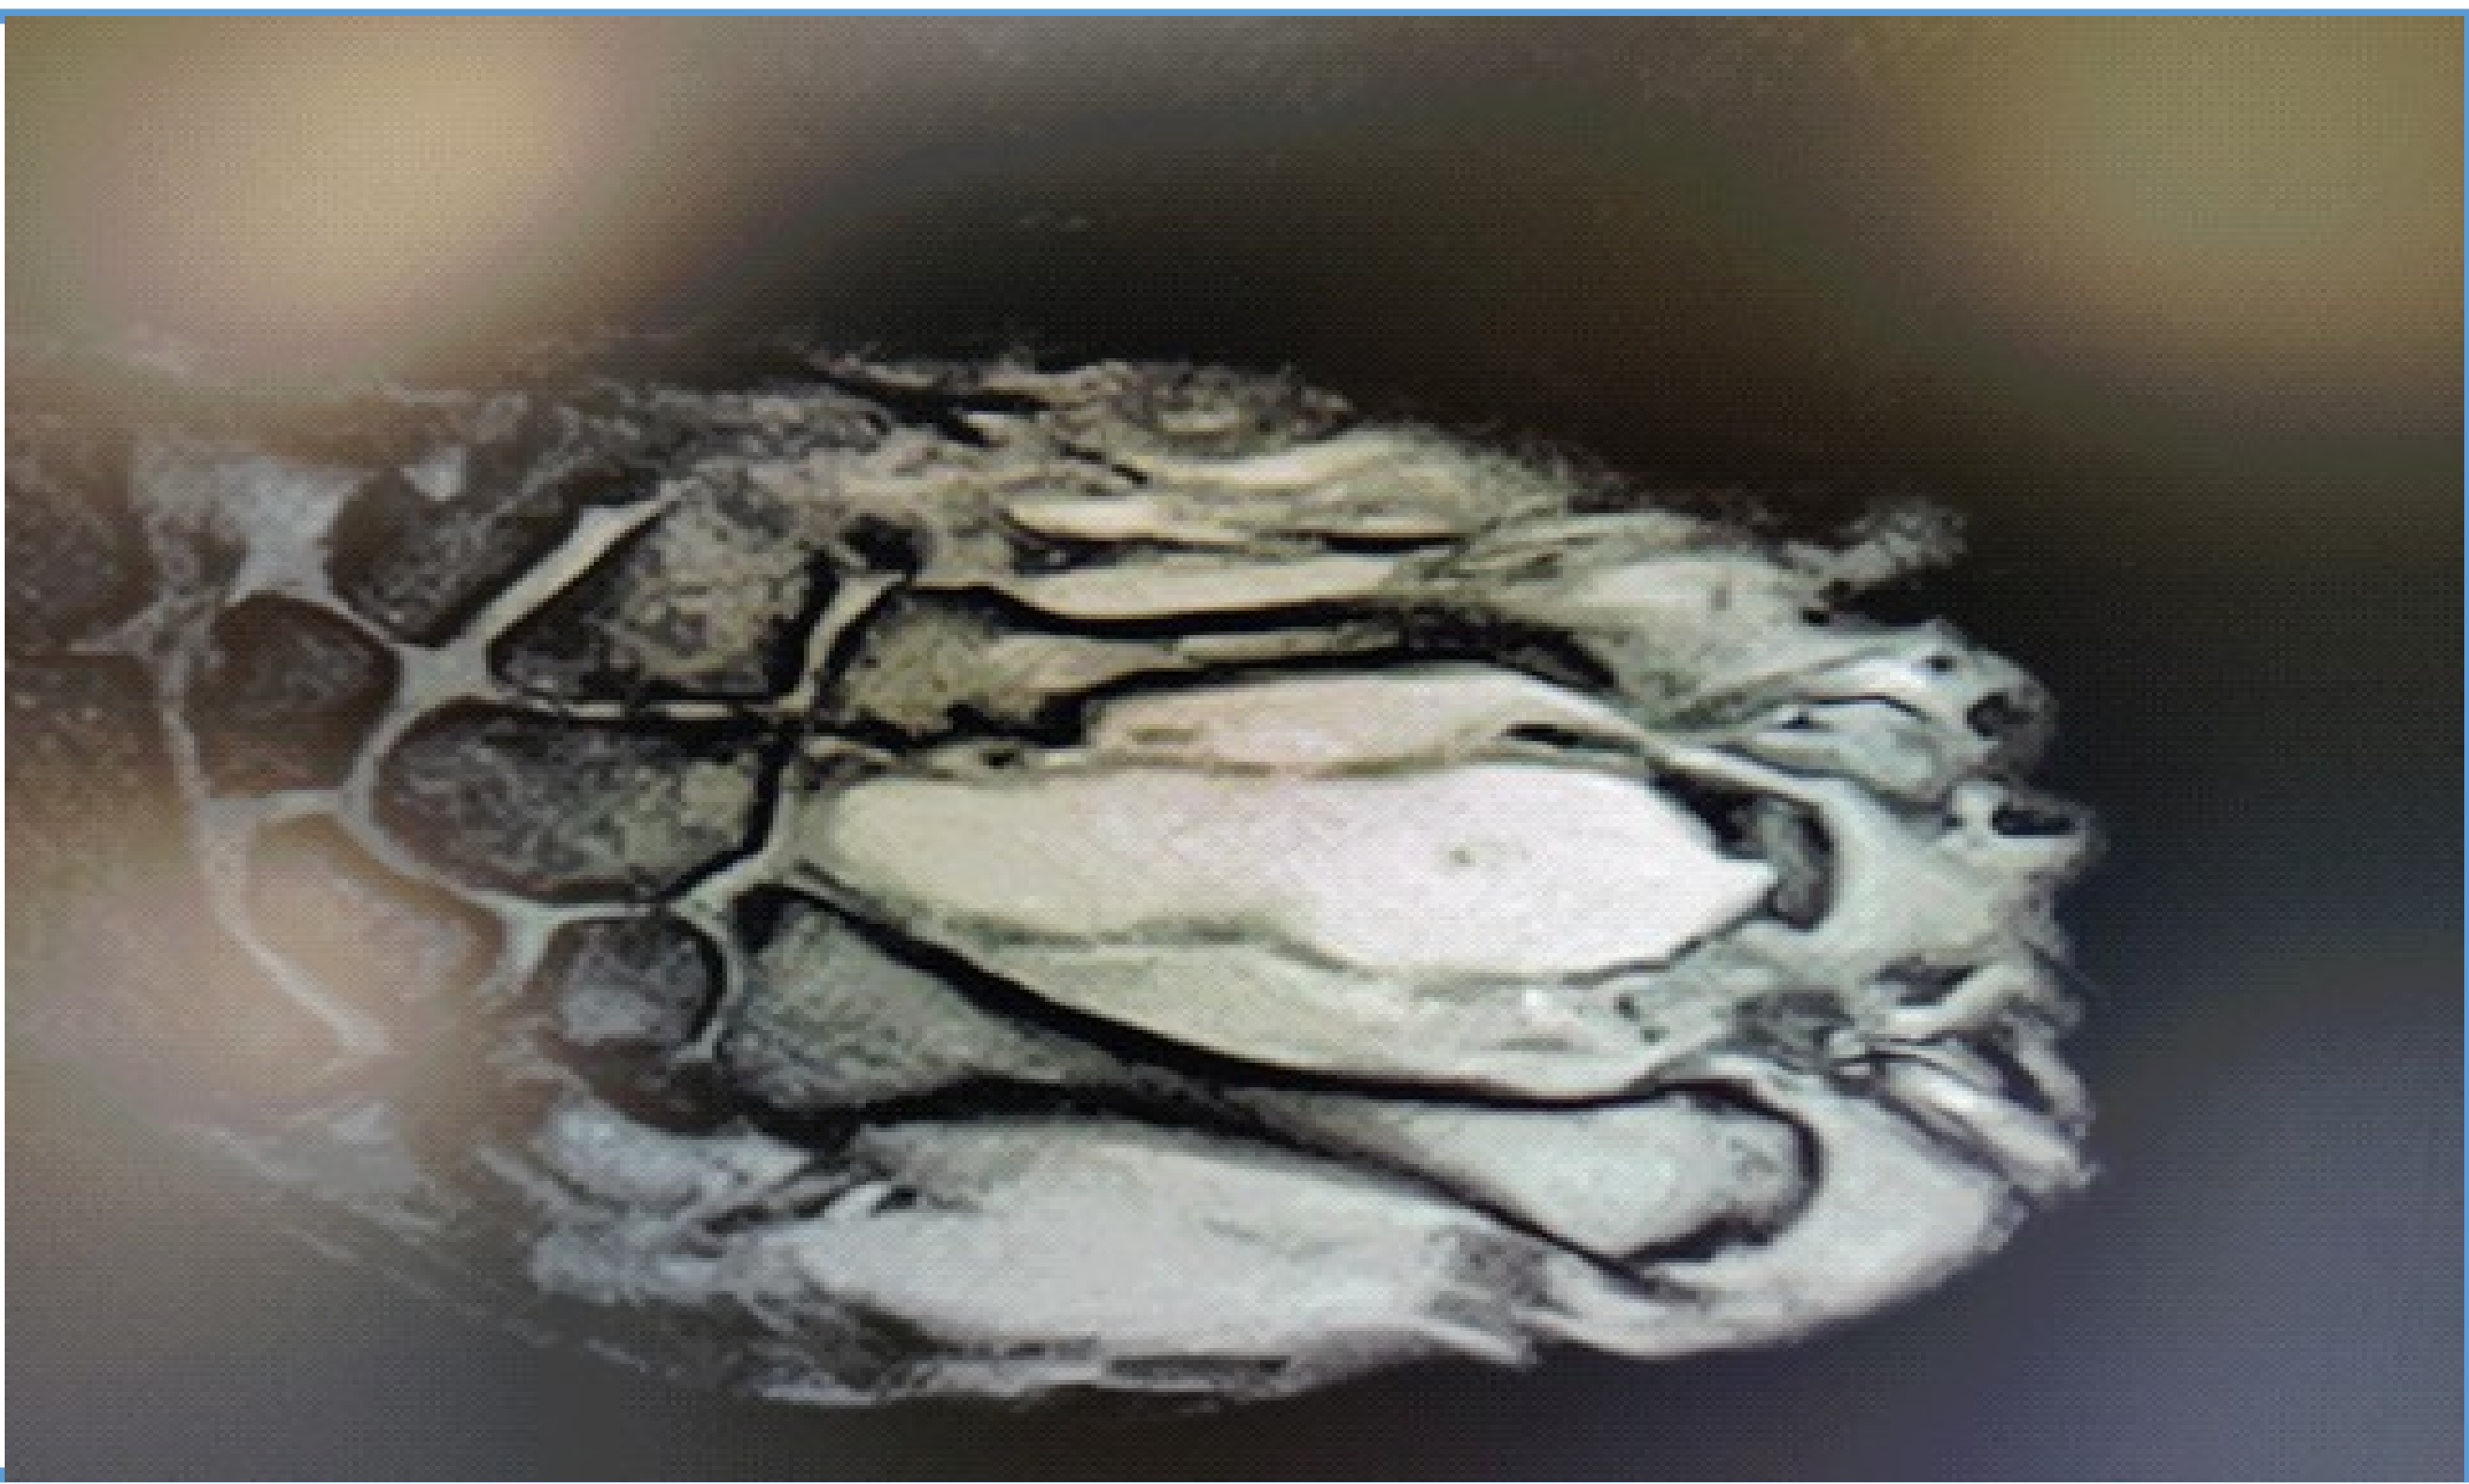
RMN Preoperatoria
